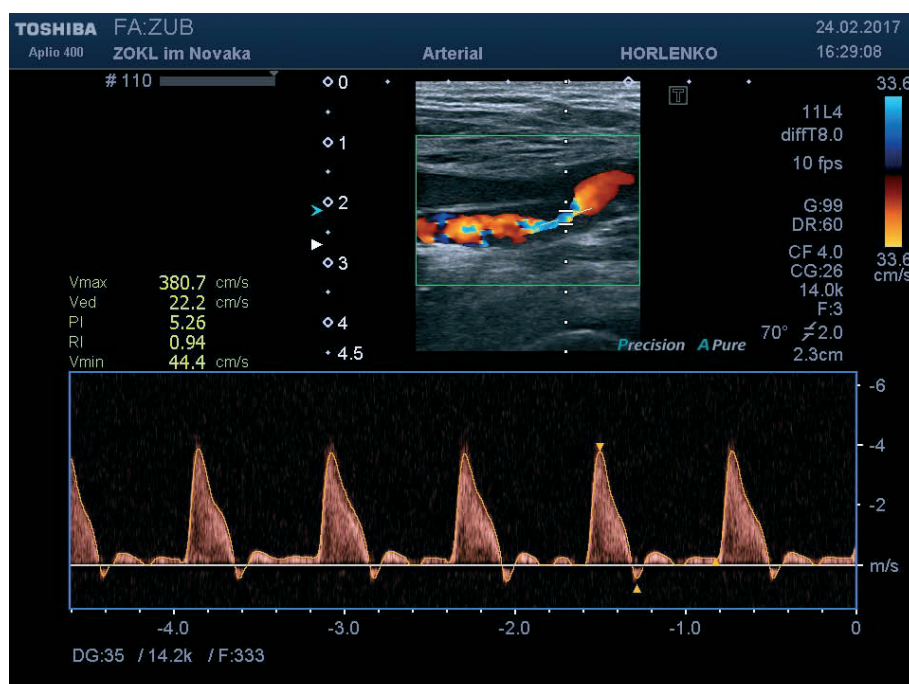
Ultrasound duplex scan of the deep hip artery
